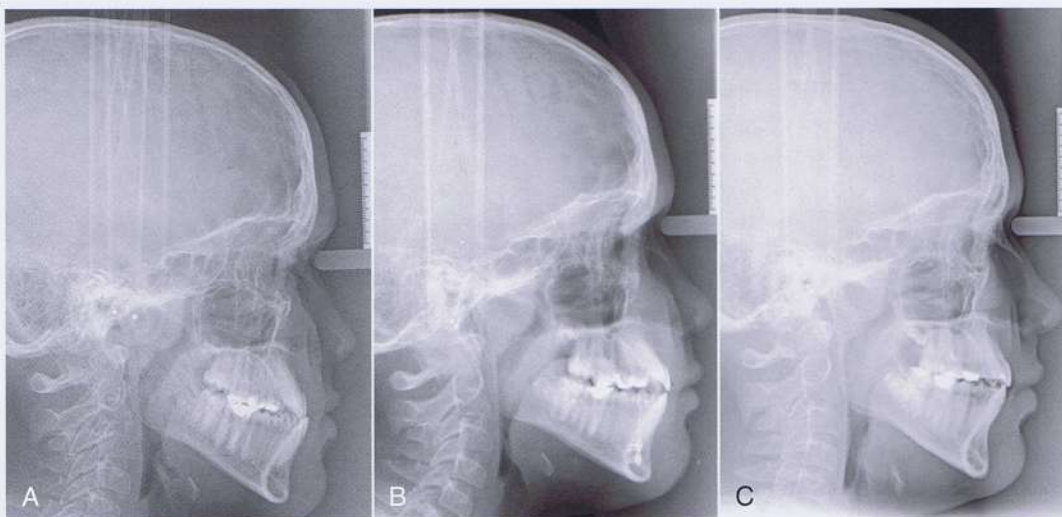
Radiografías cefalométricas (A) antes de la protracción, (B) después de la protracción y (C) después del tratamiento ortodóntico fijo.
